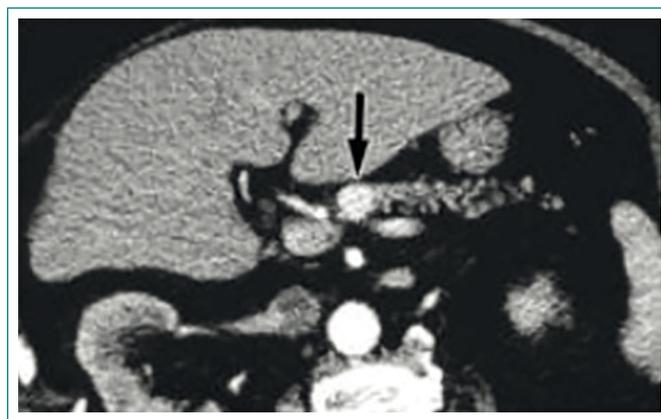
TAC abdominal: corte transversal que muestra una imagen en cabeza de páncreas. No signos de afectación metastásica⁴
